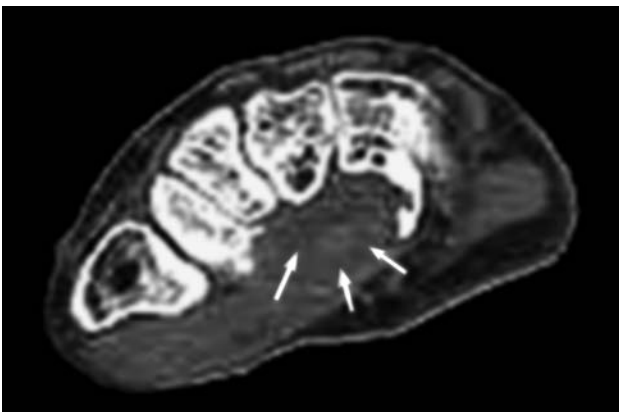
Аксиальная компьютерная томограмма на уровне запястного канала. Теносиновит сгибателей кисти. В канале запястья определяется жидкостной плотности содержимое, сухожилия сгибателей не дифференцируются.
